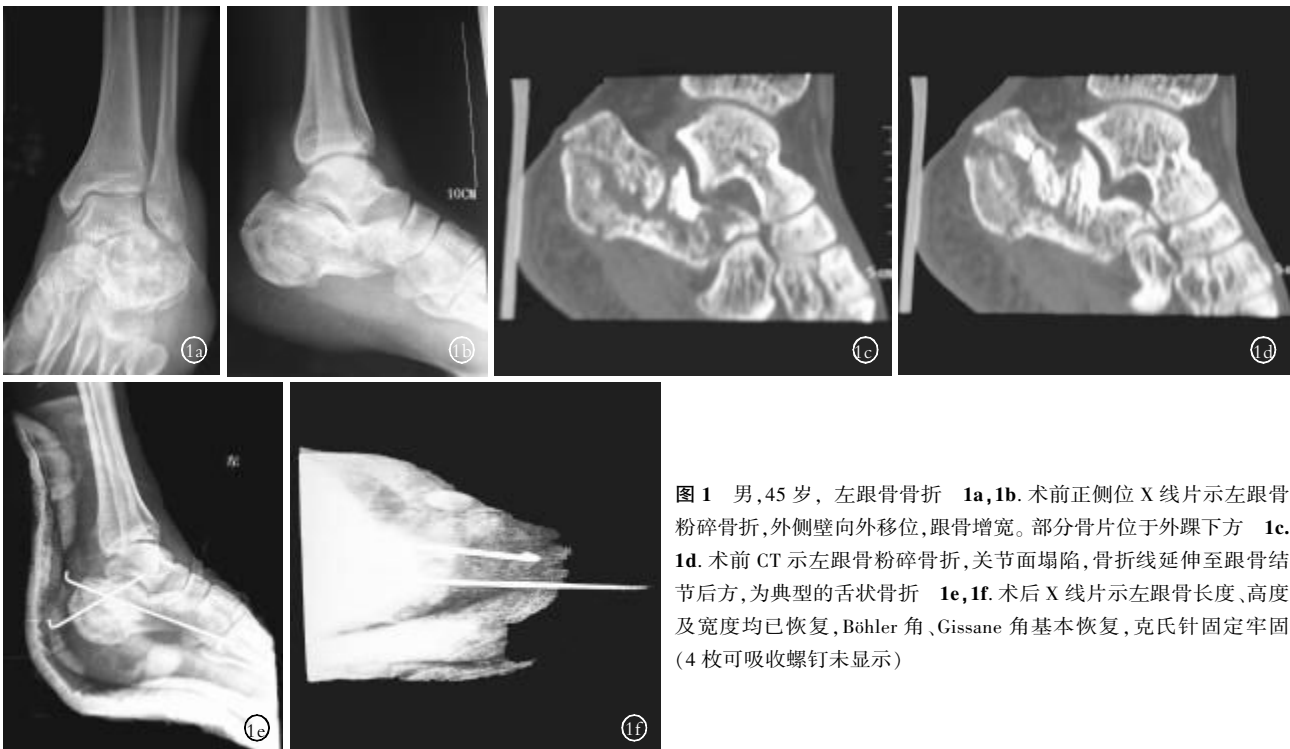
男,45 岁,左跟骨骨折 1a,1b.术前正侧位 X 线片示左跟骨粉碎骨折,外侧壁向外移位,跟骨增宽。部分骨片位于外踝下方 1c. 1d.术前 CT 示左跟骨粉碎骨折,关节面塌陷,骨折线延伸至跟骨结节后方,为典型的舌状骨折 1e,1f.术后 X 线片示左跟骨长度、高度及宽度均已恢复,Böhler 角、Gissane 角基本恢复,克氏针固定牢固(4 枚可吸收螺钉未显示)
